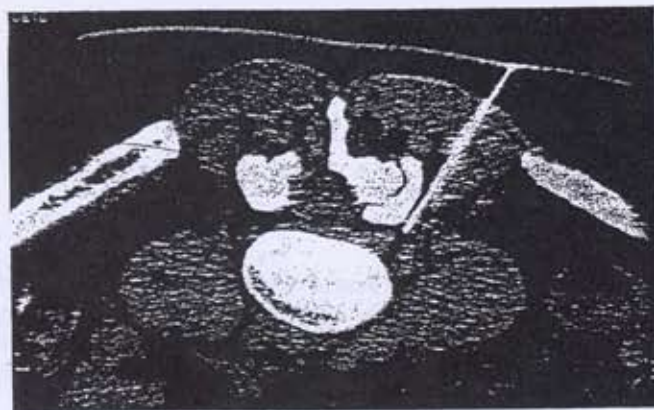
Singola partizione TC dell'acquisizione 3D per valutare il posizionamento dell'ago.
